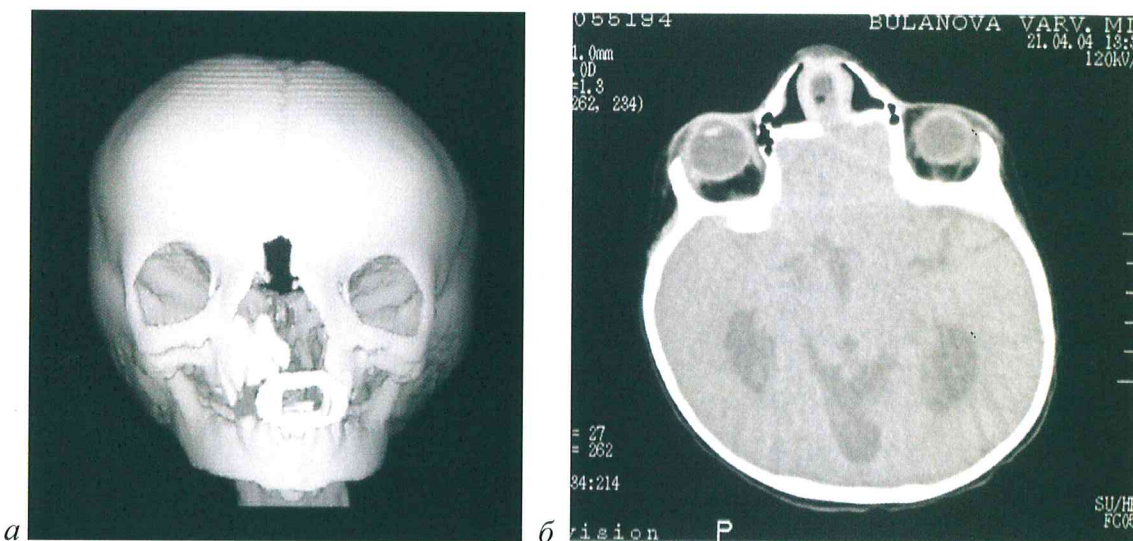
Компьютерные томограммы пациентки Б. с фронто-назальной дисплазией, орбитальным гипертелоризмом III степени, срединной черепно-лицевой расщелиной и передней черепно-мозговой грыжей: *a* – КТ3D изображение черепа; *б* – аксиальная проекция.
